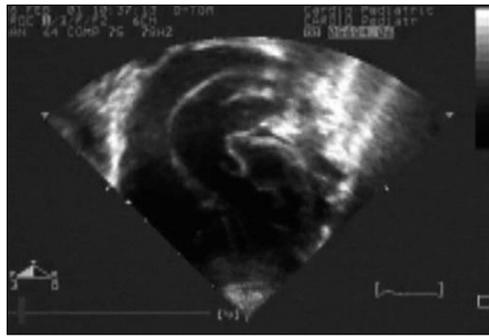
Ecocardiografía bidimensional, en posición subcostal, de una transposición de las grandes arterias. Obsérvense los vasos en paralelo, la arteria pulmonar y su bifurcación que sale del ventrículo izquierdo.
